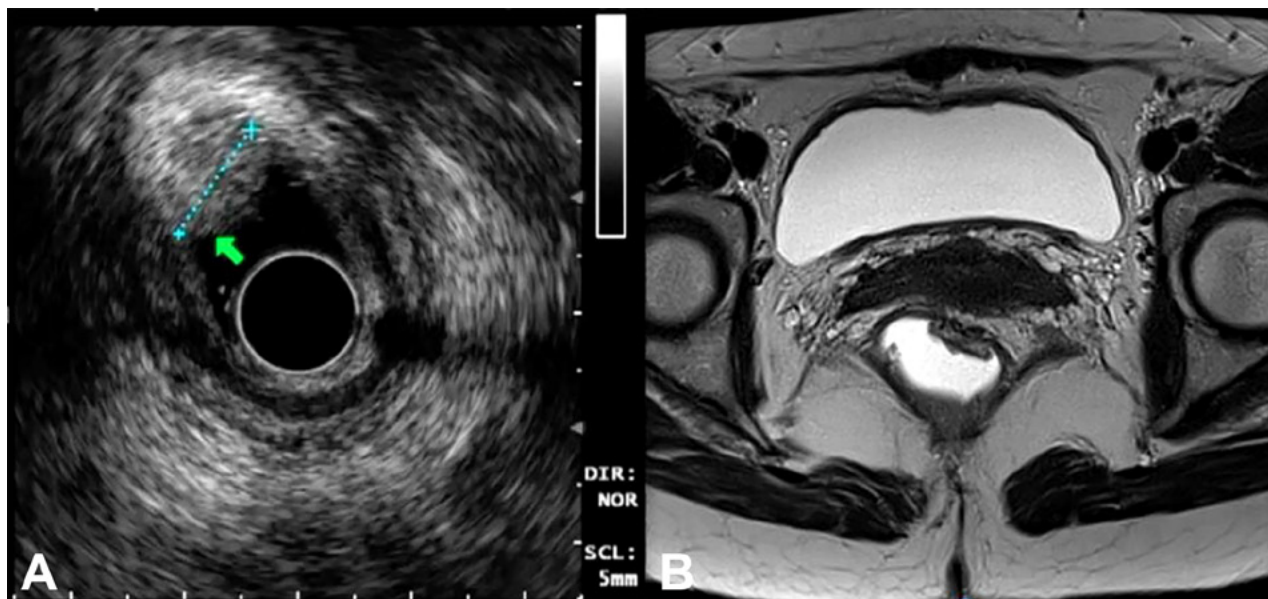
A) EER que muestra lesión T1 sin evidencia de invasión tumoral hacia la submucosa. B) Corte axial de RMN de lesión T1 que descarta invasión hacia el plano de la muscular propia del recto. EER: ecografía endorrectal, RMN: resonancia magnética nuclear.
